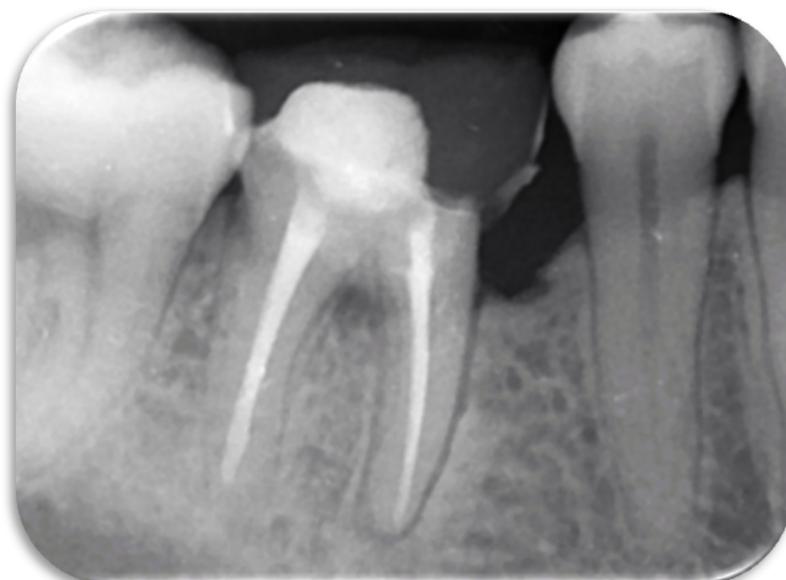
Radiografía periapical de evolución en diciembre del 2021, a 2 años de colocación de Biodentine.
